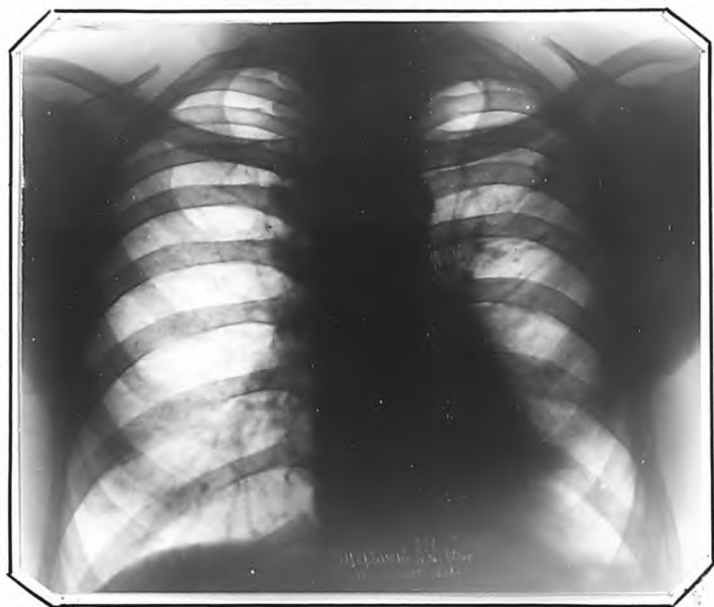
Рентгенограмма больного Ш.40 лет, от 11.УП.1960г.
